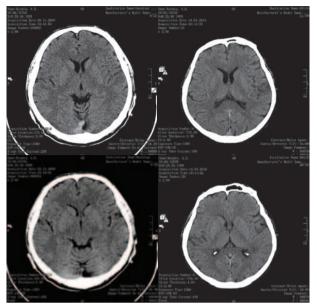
КТ головного мозга с внутривенным контрастированием после шести курсов ПХТ (29 ноября 2006 г.) и через десять лет (14 апреля 2016 г.). Полная регрессия сохраняется
